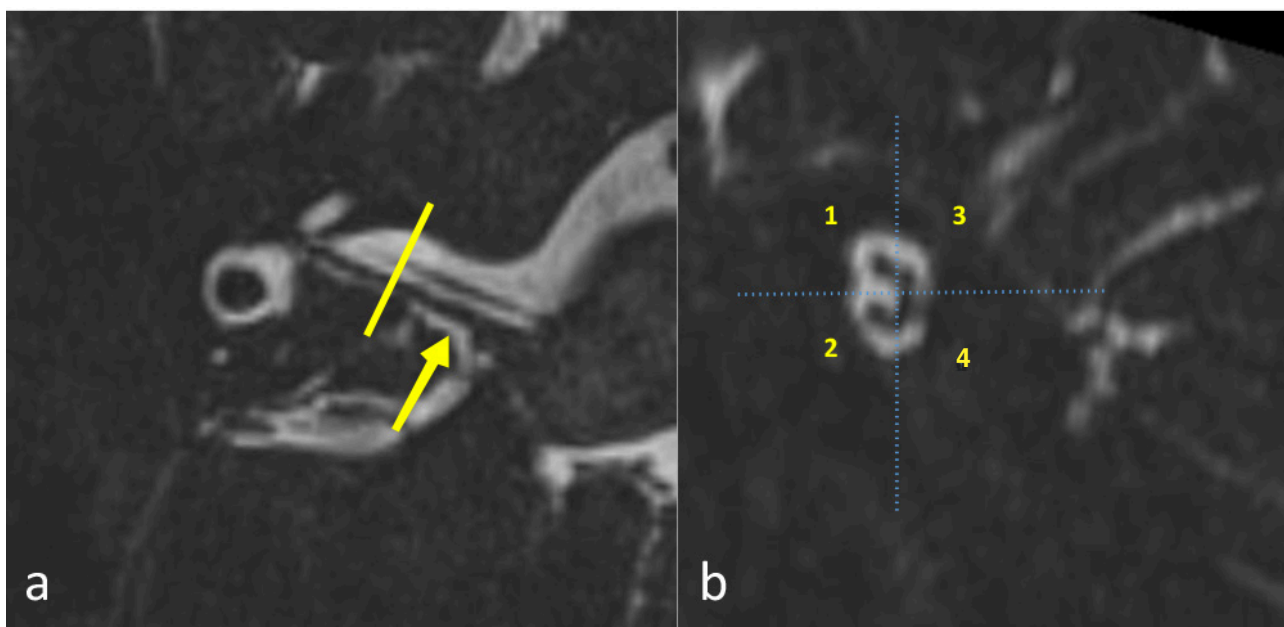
IRM de l'oreille interne droite en séquence HR T2: a- Coupe axiale passant par le CSC latéral et le CAI: Nerf cochléo-vestibulaire (flèche). b- Reconstruction sagittale oblique perpendiculaire au plan du CAI: 1) antéro-sup. Nerf facial, 2) antéro-inf. Nerf cochléaire, 3) postéro-sup. Nerf vestibulaire supérieur, 4) postéro-inf. Nerf vestibulaire inférieur
